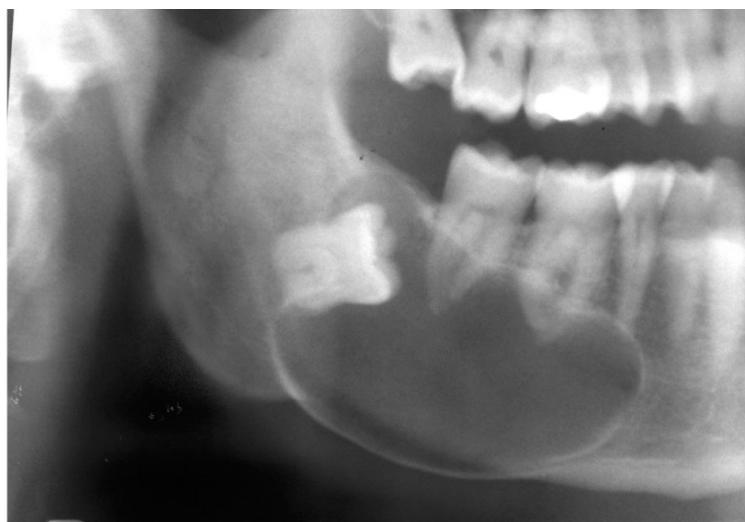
Radiograph of large dentigerous cyst associated with molar crown.
